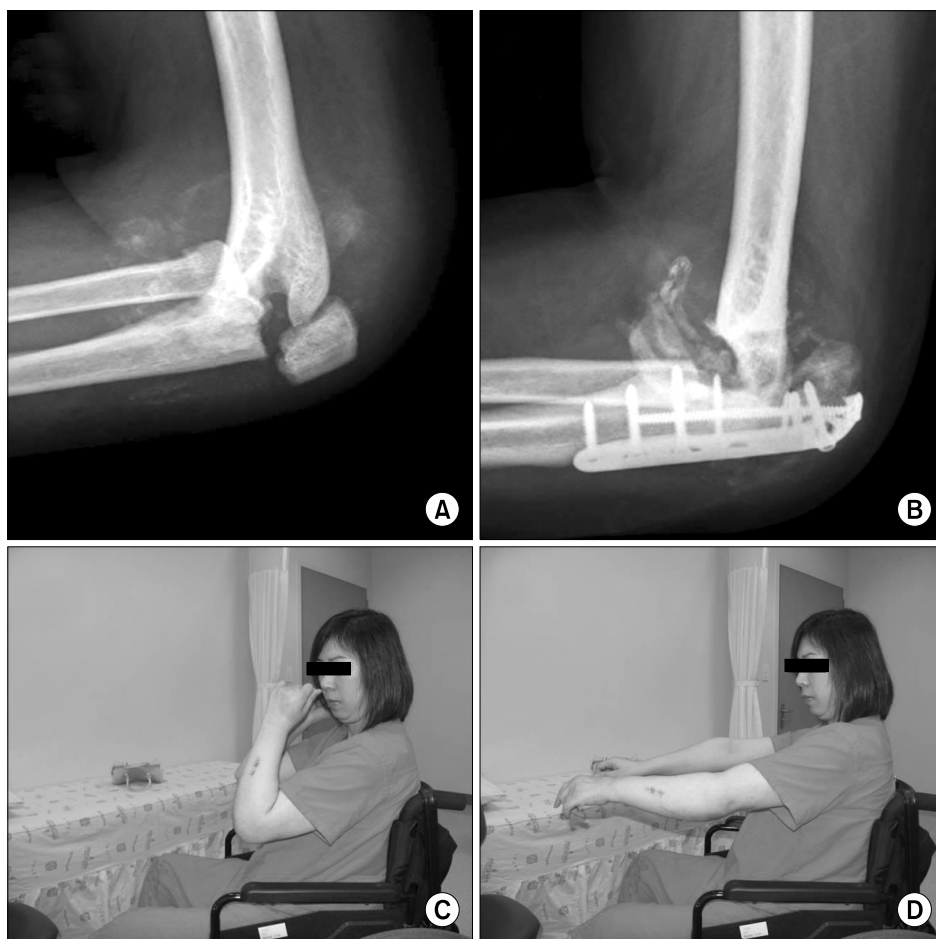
Case 5. Plain roentgenogram reveals fracture of olecranon, diffuse small bony fragments, and ossified fragments (A). Open reduction and internal fixation was done. On postoperative 1 year, union of fracture site of olecranon was progressed, whereas radial head and both humeral condyle were resorpted increasingly (B). But she did not complain any discomfort for the function of her elbow (C and D).
